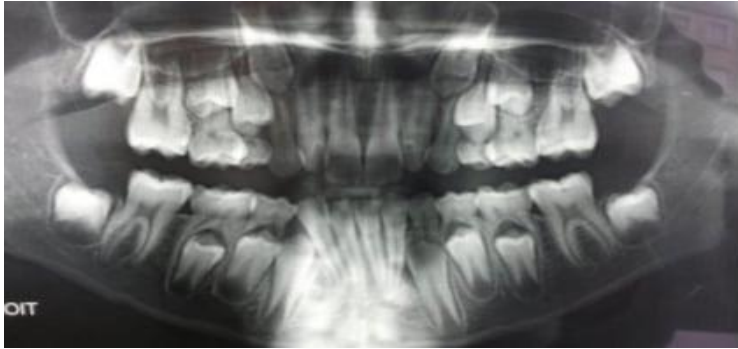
Radiographie panoramique présentant la canine mandibulaire droite enclavée.
